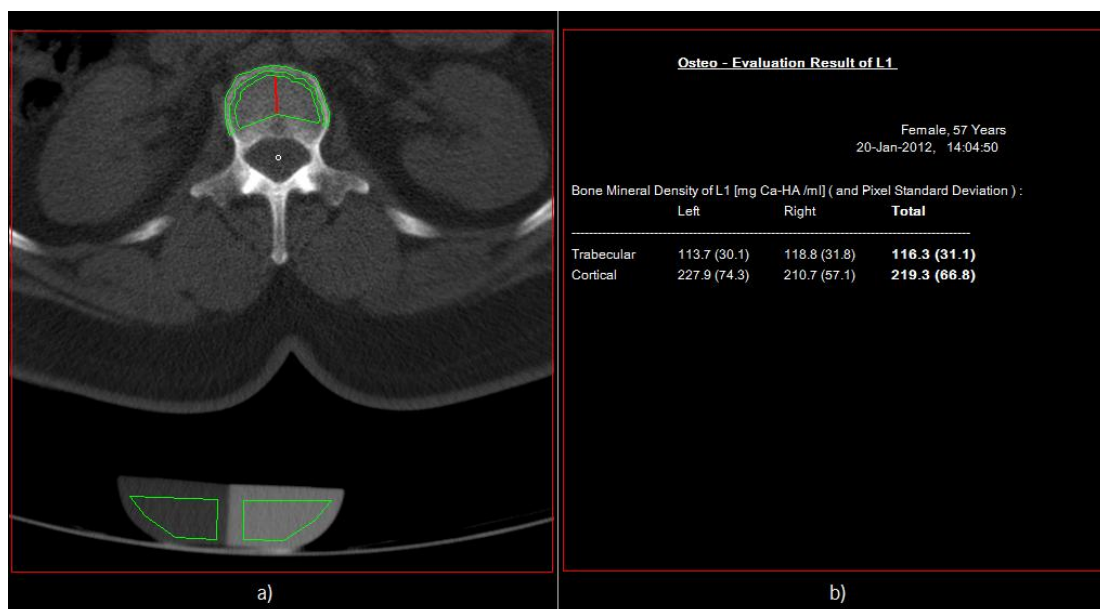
Resultado Osteo TC para a vértebra L1: a) definição das ROIs para o corpo vertebral e para o fantoma; b) densidade trabecular e cortical, definidas para o lado anatómico direito e esquerdo.
